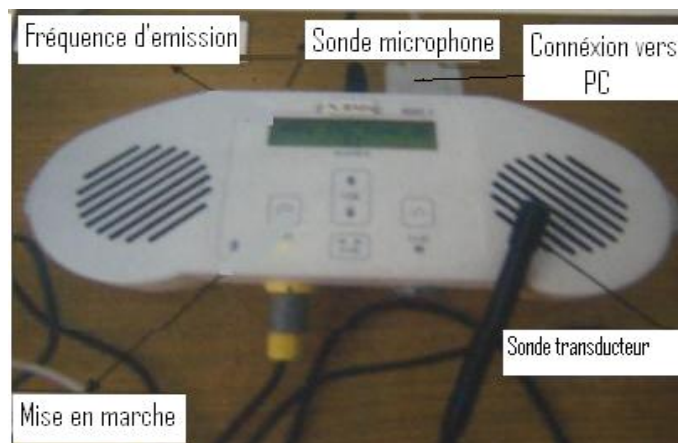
Appareil ultrasonore BIDI 1
